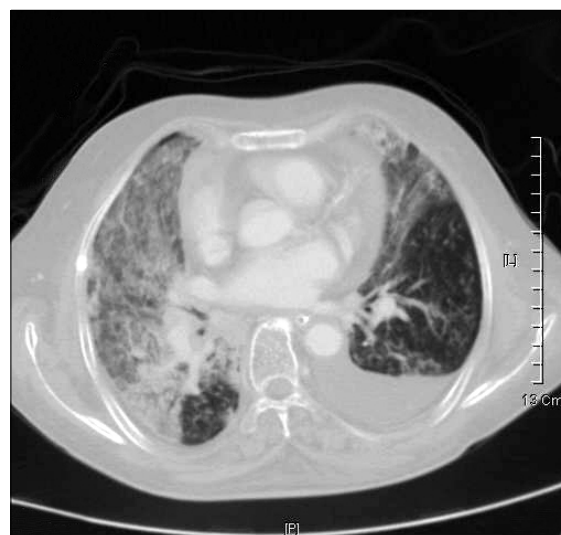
HRCT showed bilateral ground glass opacities and interlobular septal thickening in both lung fields and pleural effusion especially in left side.
